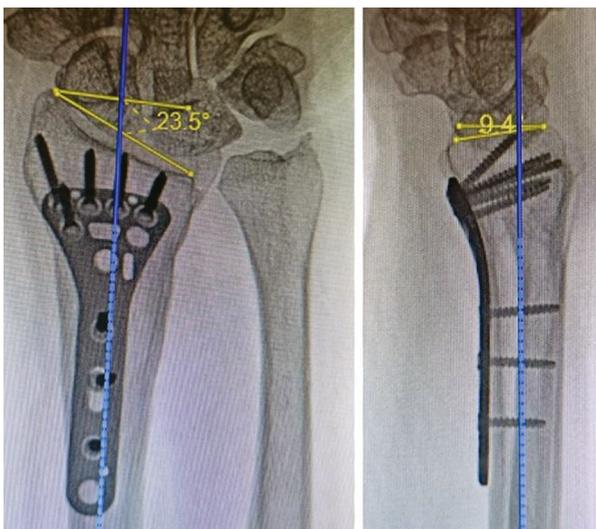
Рентгенограммы ДМЛК через один год после операции
